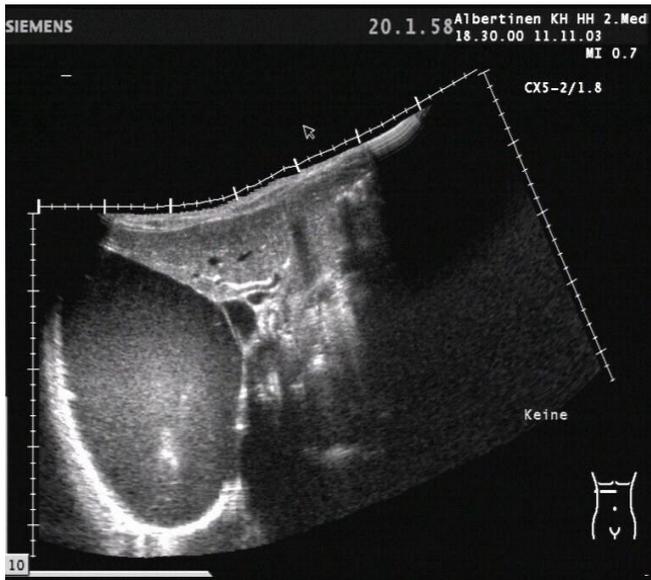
Sonographisches Panoramabild eines Empyems auf der rechten Seite [118]
